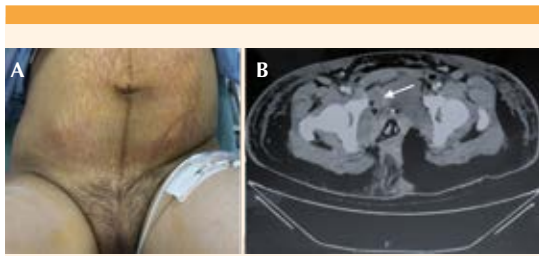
a) Día 4: eritema abdominal y equimosis supra-púbica. b) Tomografía abdominopélvica con colección incipiente, con burbujas de gas en su interior, adyacente a la pared derecha de la vejiga.
